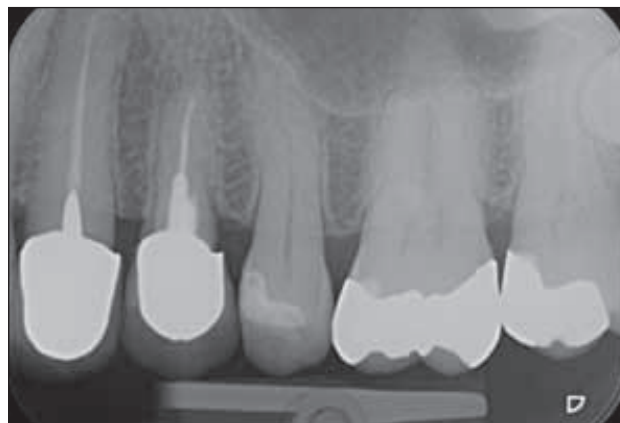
/ Radiographie rétroalvéolaire. La première prémolaire présente une fracture sous-gingivale. Elle doit être extraite.
